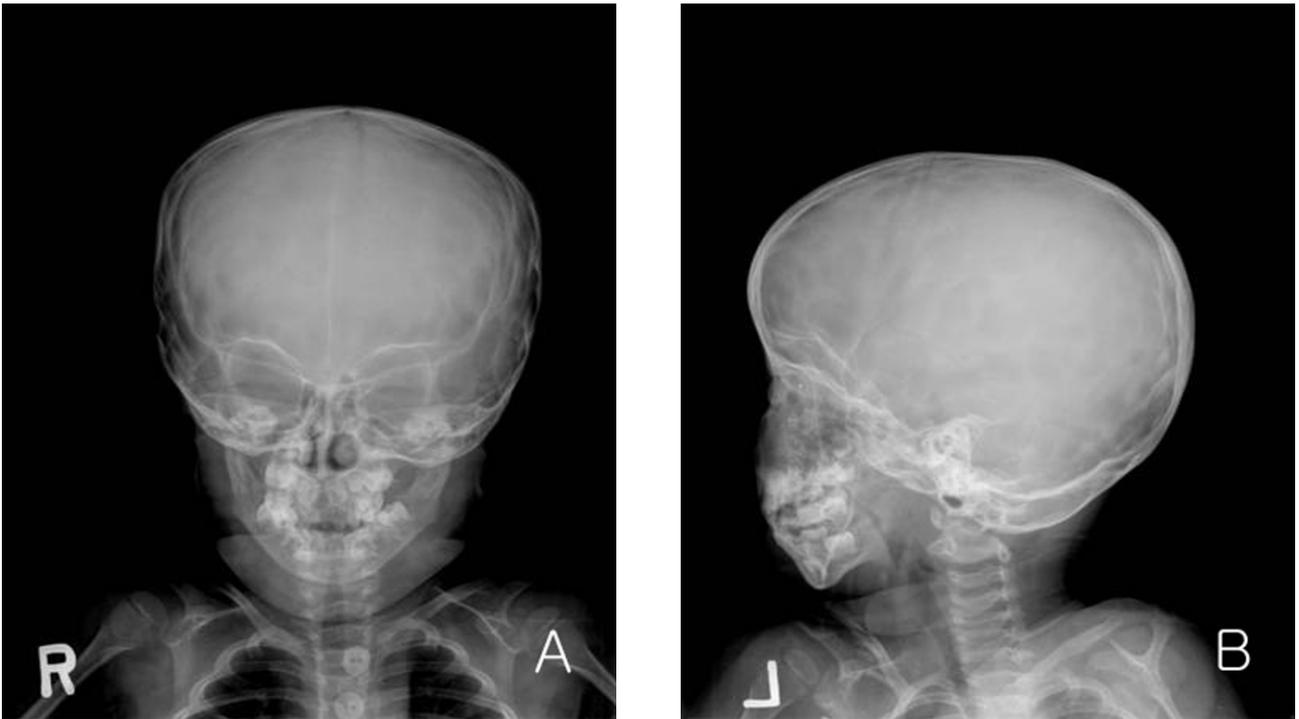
X-ray findings of the skull show a hypoplastic mandible and small orbits. Cranio-facial ratio increased twofold. (A) The antero-posterior view. (B) The left lateral view.
